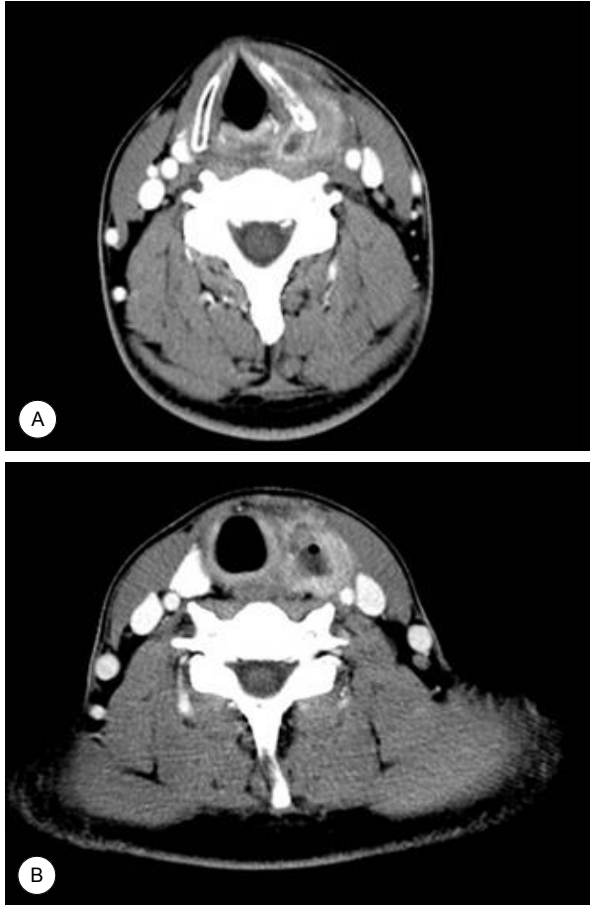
Contrast enhanced CT scan shows neck abscess between the left pyriform sinus and the thyroid gland.
